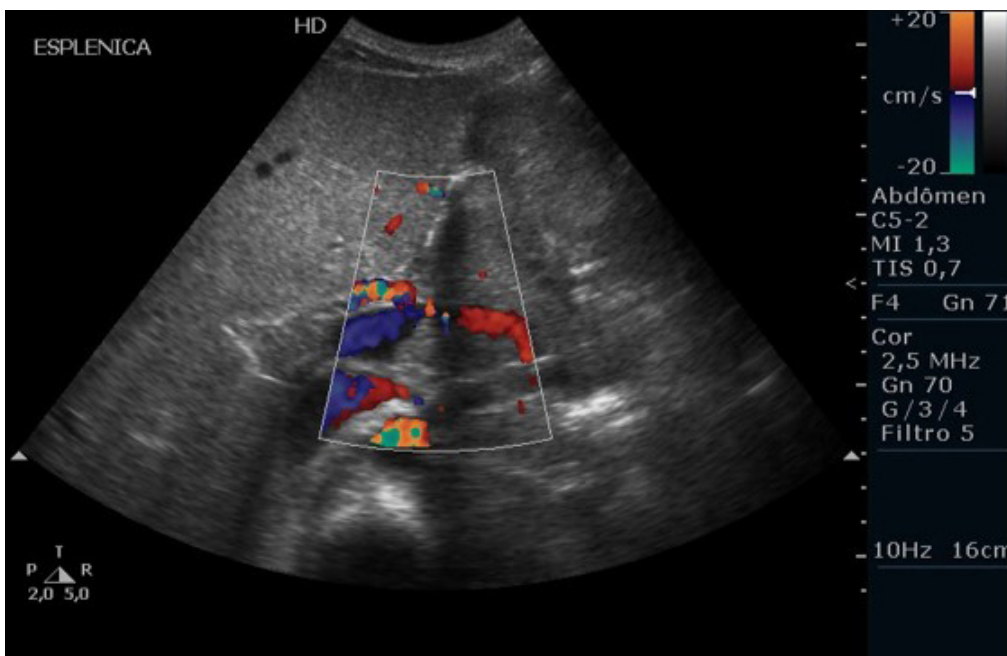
Doppler colorido da veia esplênica
